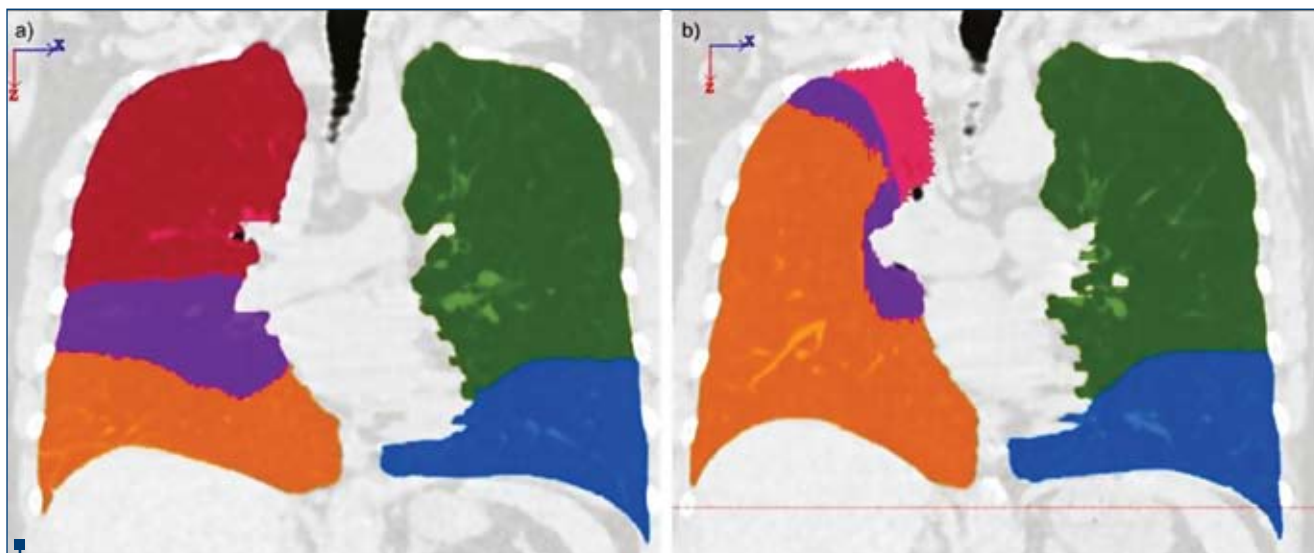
Modificări a) Pre- și b) Post (3 luni) - după ablația bronhoscopică termică prin vapori a lobului superior drept. Modificările de volum tisular pot fi observate pe secțiunea coronală computer-tomografică. Fiecare lob este reprezentat în culori diferite
